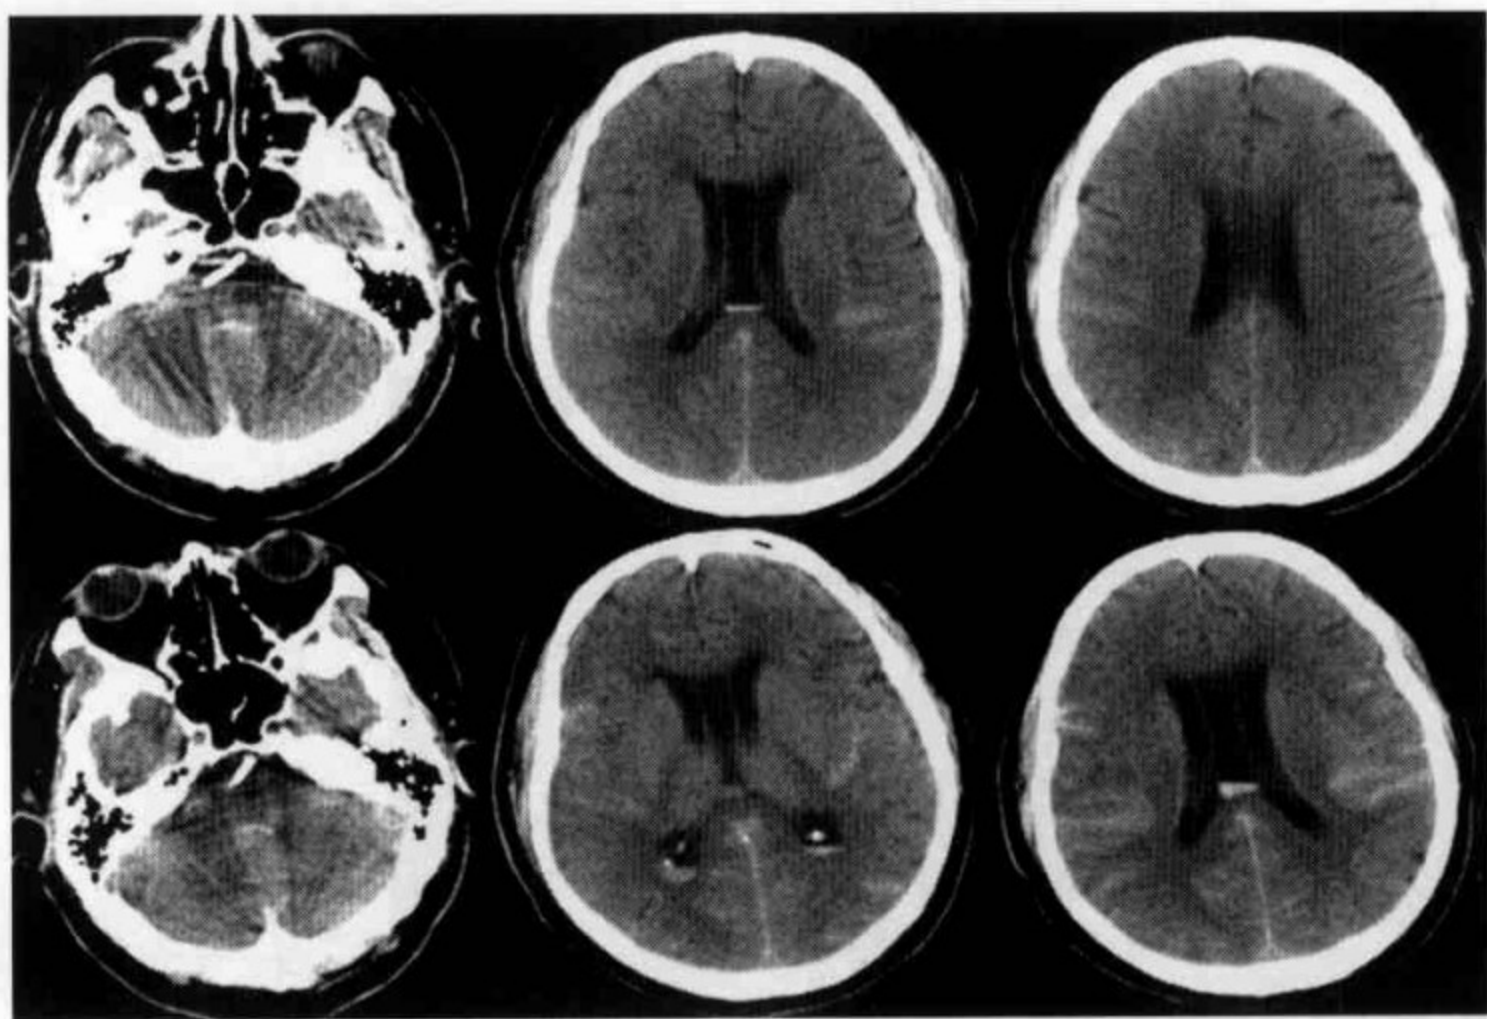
基底动脉支架置入术后 CT 平扫Ⅲ型表现
